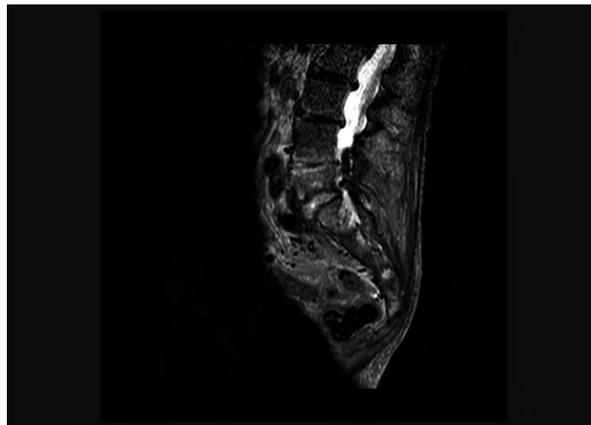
Resonancia magnética nuclear: signos inflamatorios lumbosacros
